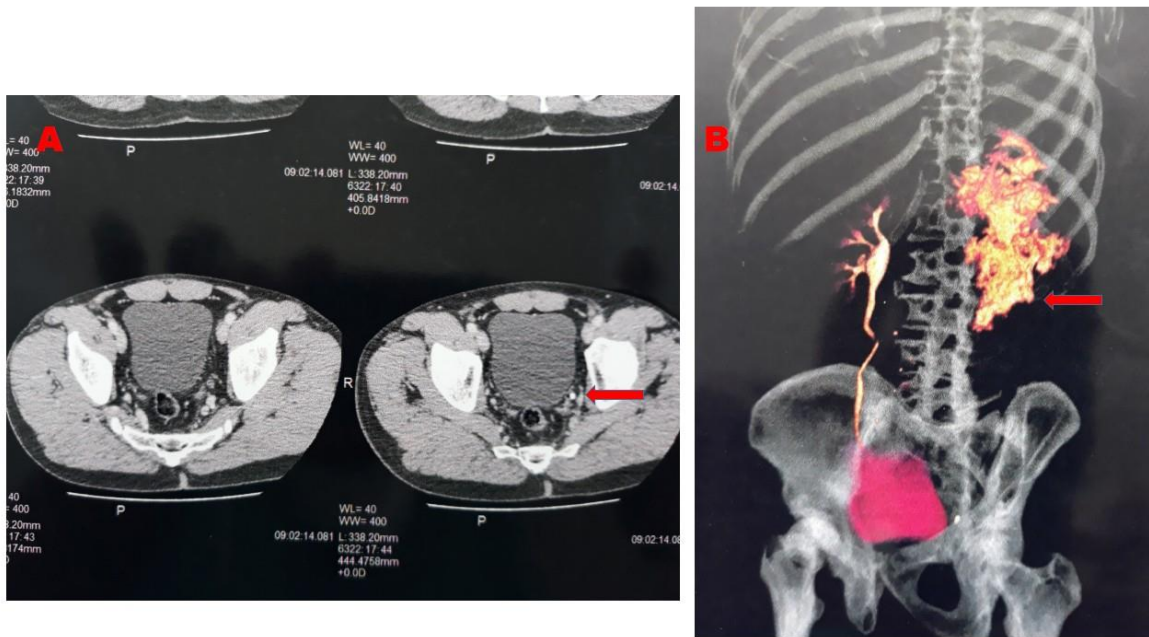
A) Tomografia computadorizada mostra cálculo impactado na junção ureterovesical esquerda (seta vermelha). B) Tomografia computadorizada mostra ruptura de pelve renal esquerda, com extravasamento de urina para a retro cavidade (seta vermelha).
